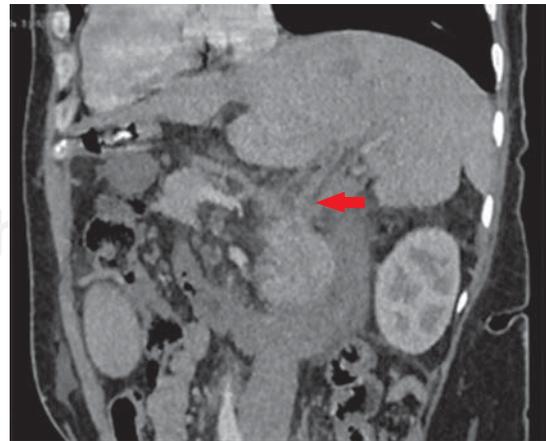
Imagen de tomografía computada apreciando evidente trombosis de vena porta.
